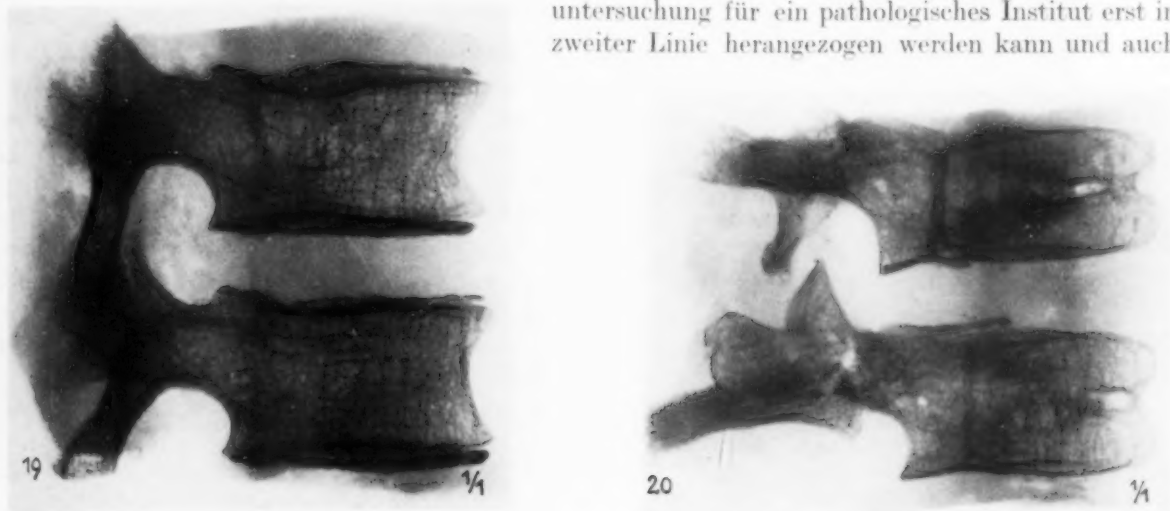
Röntgenbild einer sagittal aufgesägten Wirbelsäule eines 29jähr. männlichen Kretins.
